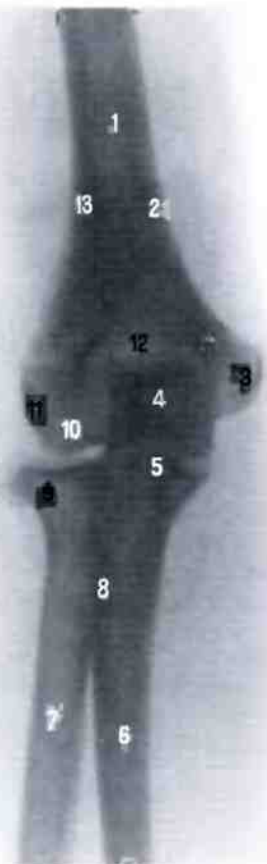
Нижний конец правой плечевой кости и верхние концы правых локтевой и лучевой костей (рентгенограмма).
